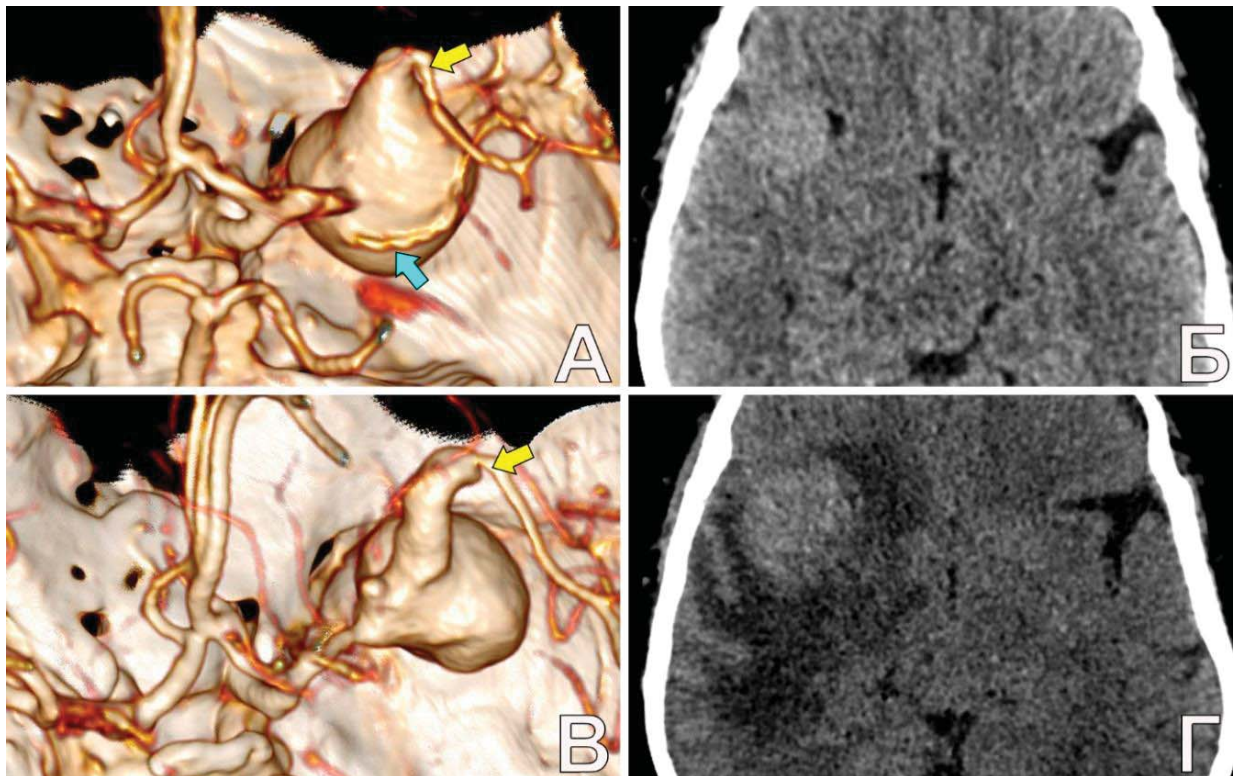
Бессимптомное ОНМК вследствие частичного тромбирования ГА СМА у пациентки О., 58 л. А. КТА: определяется гигантская фузиформная полностью кровоснабжаемая аневризма бифуркации СМА справа. Желтой стрелкой указан выходящий из аневризмы верхний М2-сегмент, синей – нижний М2-сегмент; Б. КТ: изменений плотности мозгового вещества не отмечено; В. КТА через 3 мес.: отмечено изменение конфигурации контрастируемой части аневризмы вследствие появления в ее полости тромбов. Стрелкой указан верхний М2-сегмент. Нижний М2-сегмент перестал визуализироваться; Г. КТ через 3 мес.: отмечено появление ишемического очага в височно-островковой области
